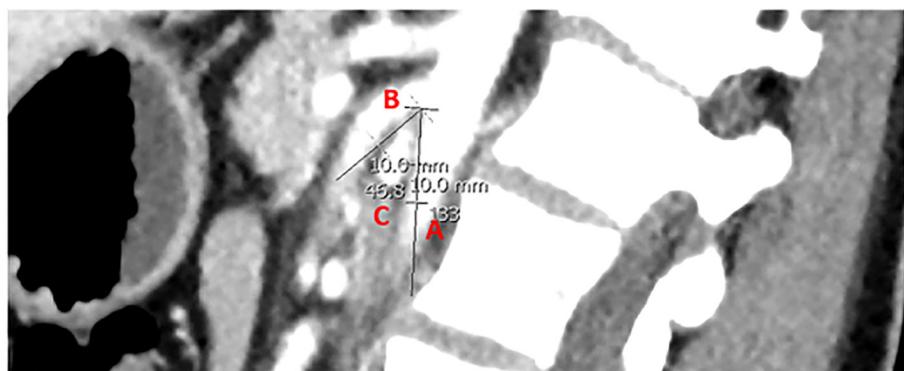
Angiotomografía abdominal. Corte sagital a nivel de L2-L3. Compás aortomesentérico de 46 grados. Nótese la íntima relación de la vena renal izquierda con las arterias que conforman el compás a este nivel.
